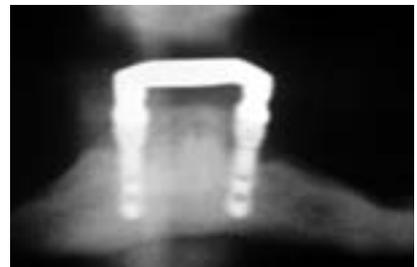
Vorsichtiges Evaluieren des Taschenfundus am Implantat ab mit einer Click Probe Sonde. – Abb. 5: Probenentnahme zur Bestimmung von Markerkeimen. – Abb. 6: Röntgenaufnahme (distal 33 Periimplantitis, Tasche).
